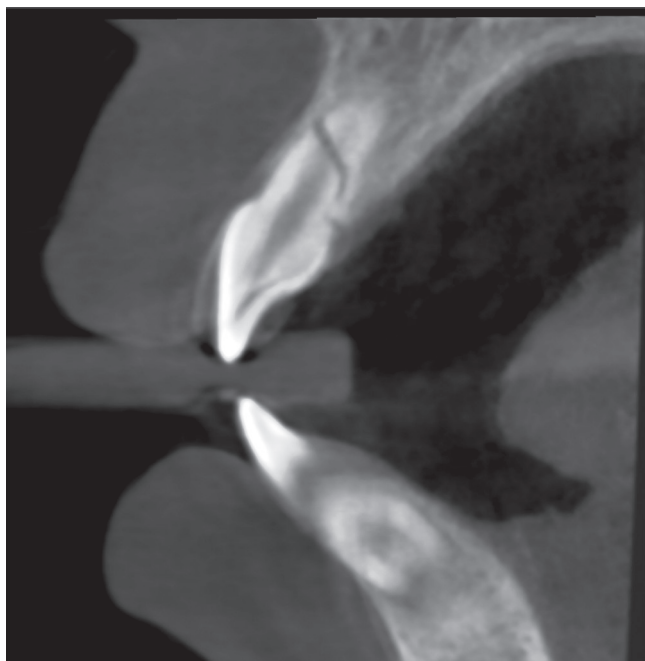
Фрагмент интраоральной рентгенограммы линия перелома и ростковая зона.
